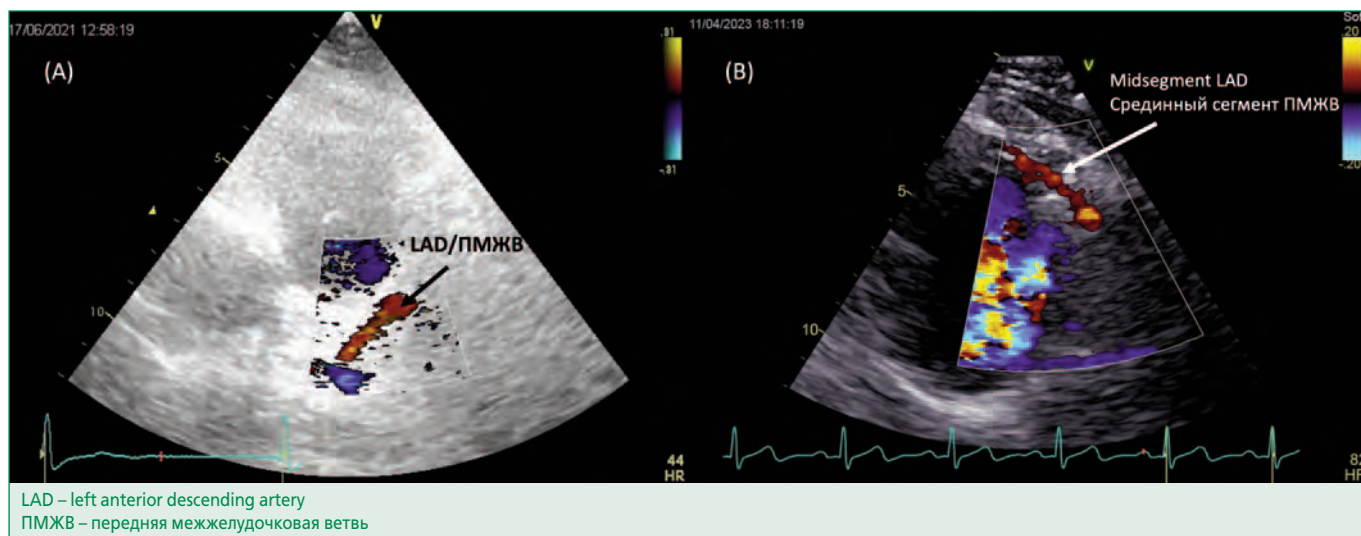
Visualization of the LAD (A; modified left parasternal long axis position) and midsegment LAD in the anterior interventricular furrow (B; modified short-axis parasternal position)
